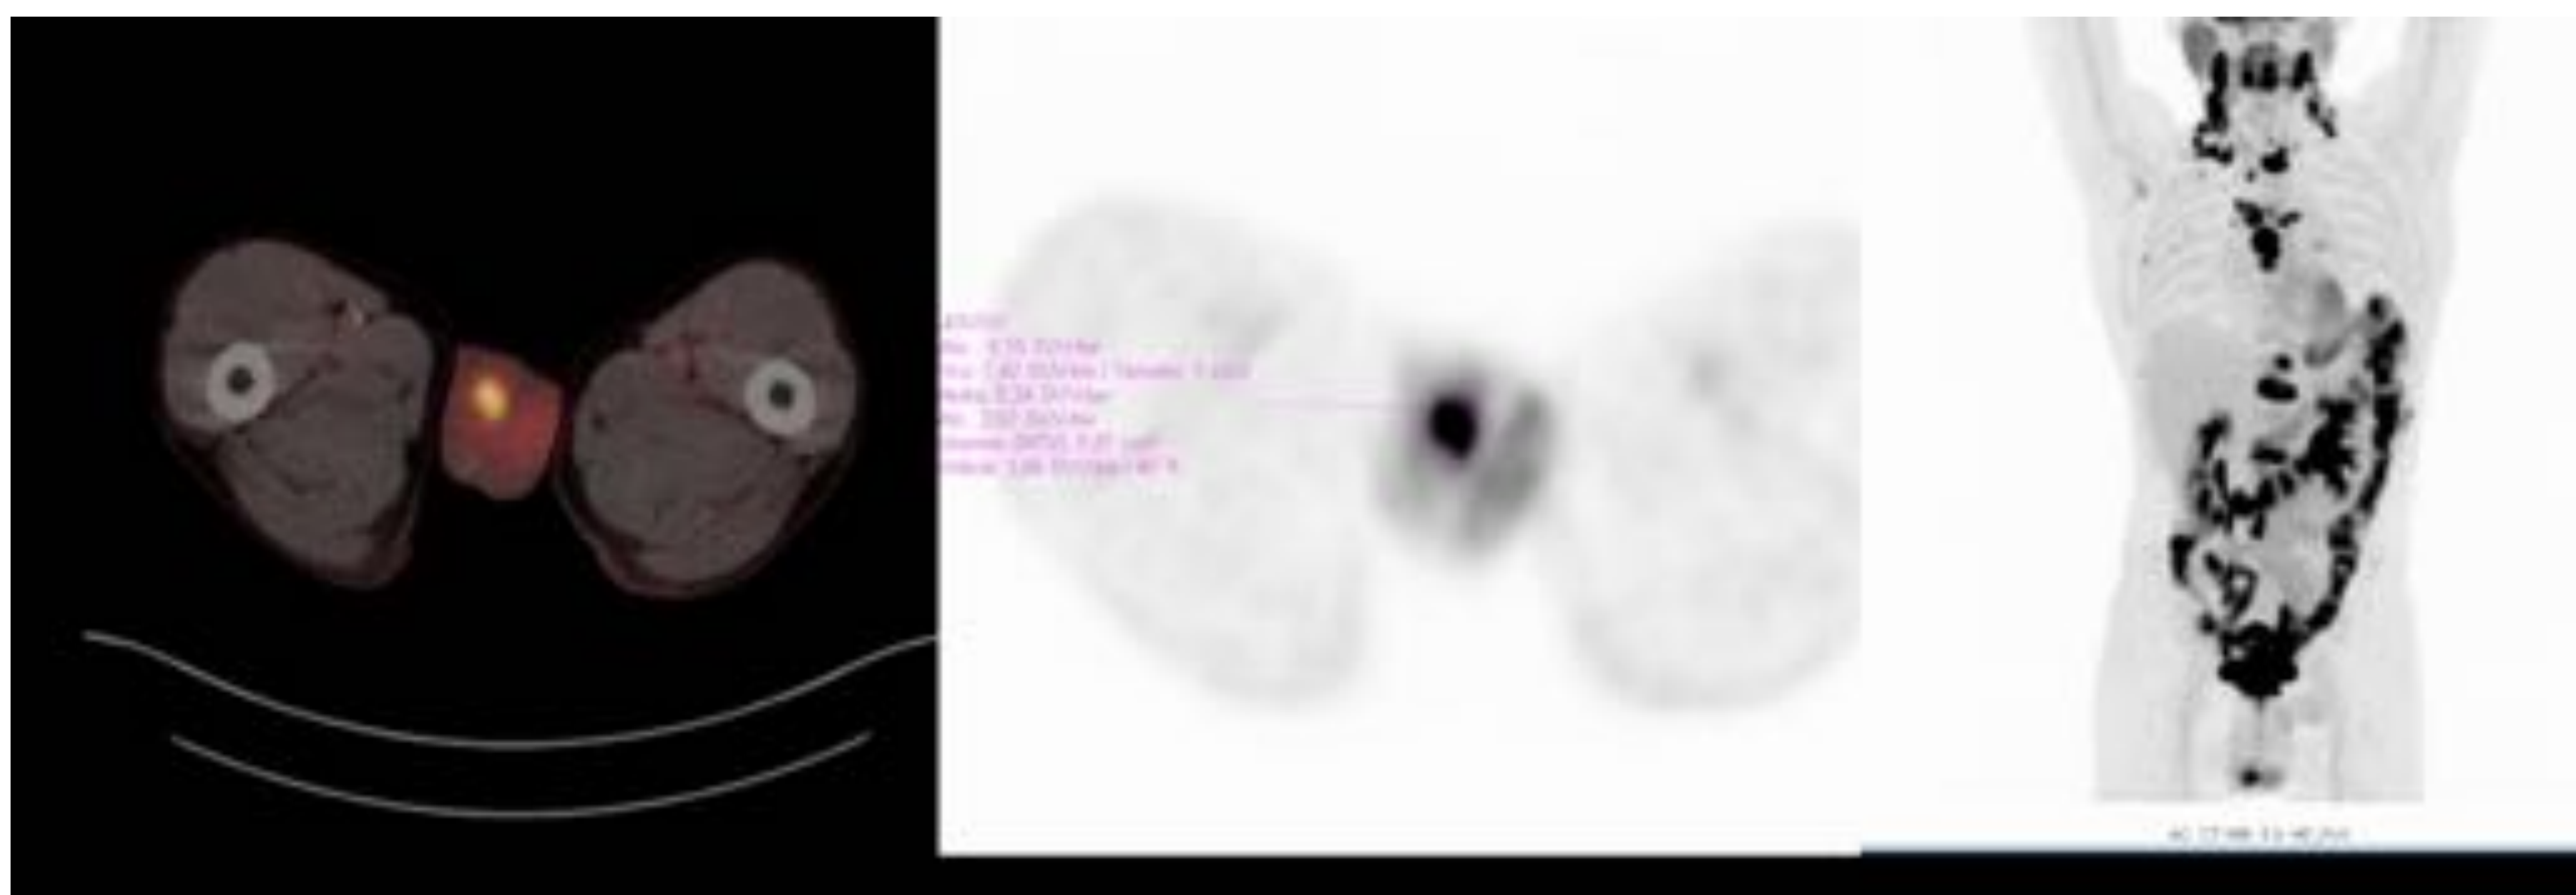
Estudio PT-TC del paciente de la figura 12 . Afectación linfomatosa supra e infradiafragmática. Foco hipermetabólico en teste derecho (SUV max =9,2), sugestivo de infiltración linfoproliferativa.
